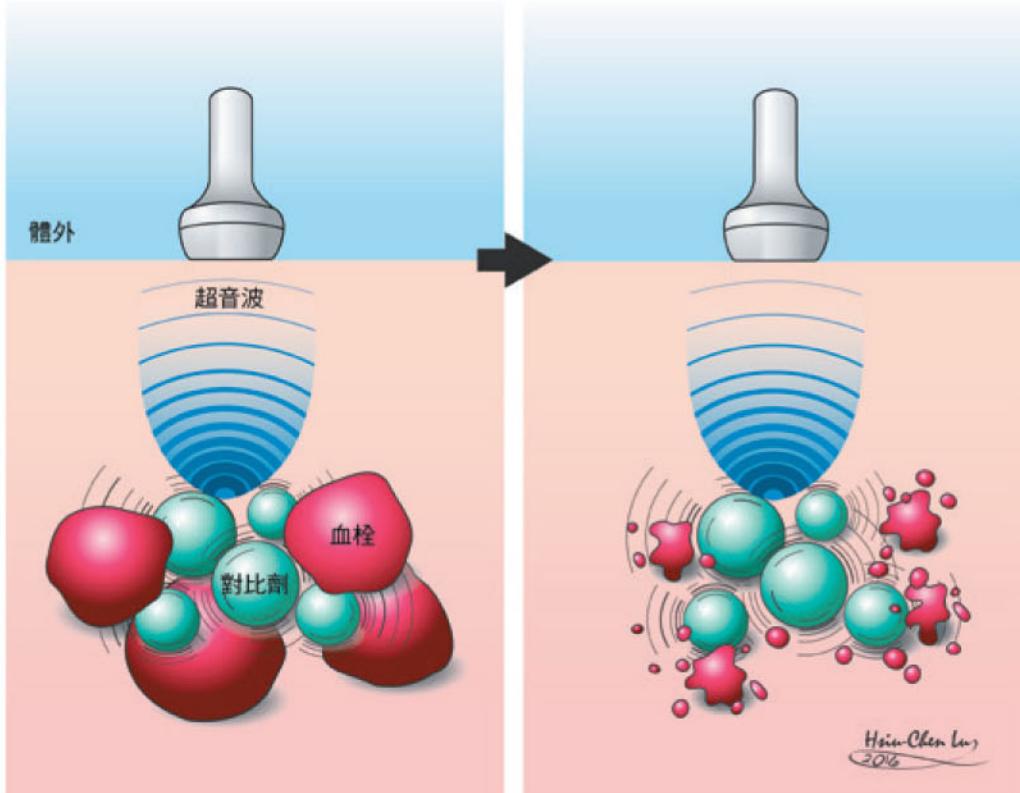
對比超音波藉由對比劑和超音波能量，可震碎冠狀動脈裏的新鮮血栓。（繪圖／盧秀禎）
